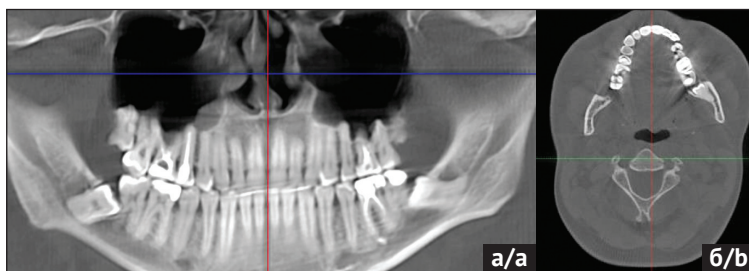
КЛКТ ВНЧС пациента И. 32 года, а – ортопантомограмма при закрытом рте, б – положение закрытого рта (аксиальная проекция)
